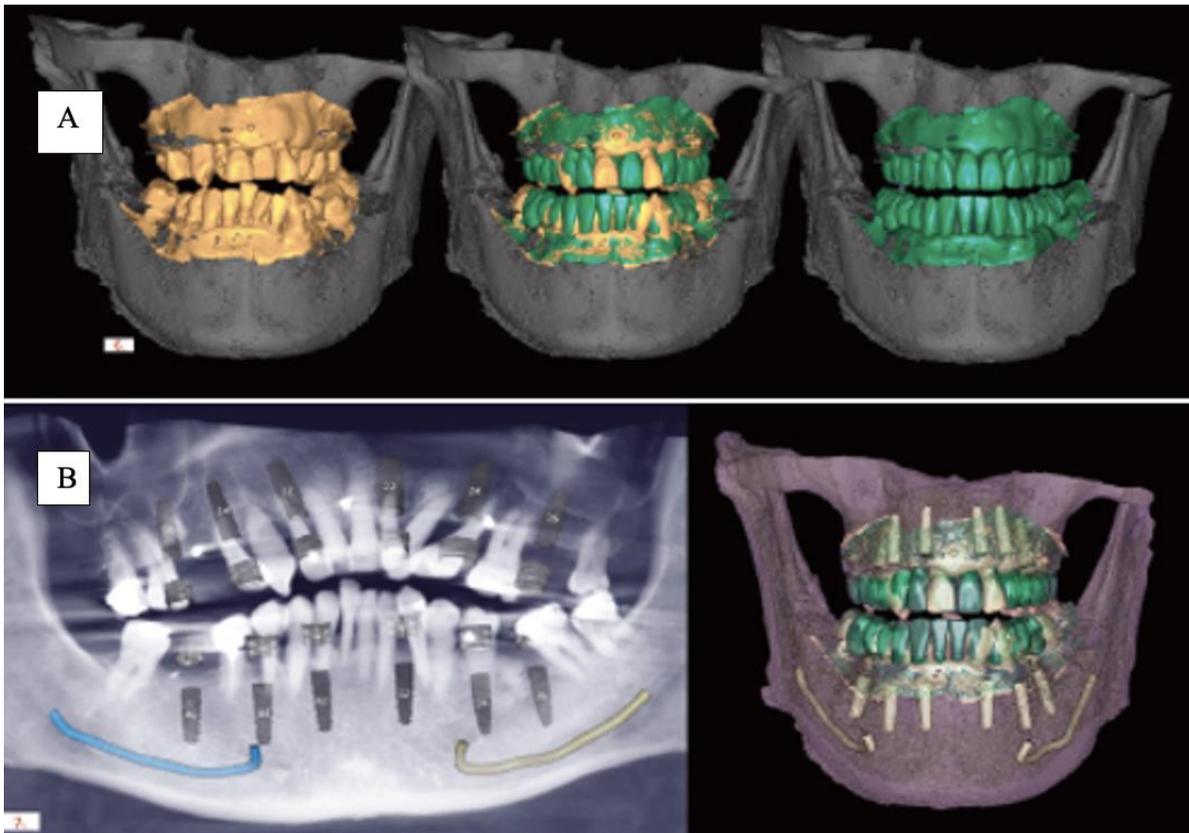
A) Matching du CBCT avec l'empreinte optique et le wax-up numérique. B) Planification implantaire basée sur le projet prothétique (42).
